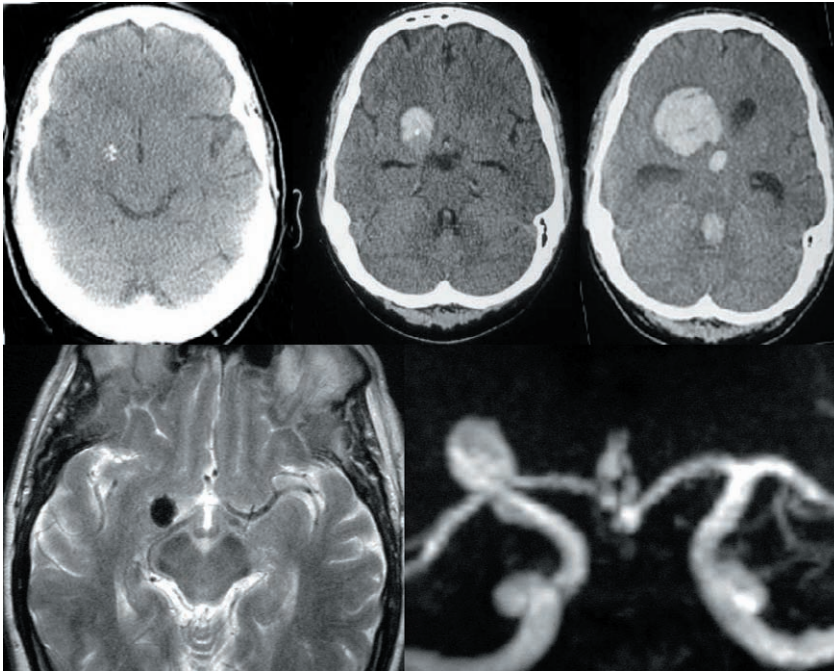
Diagnóstico por imagen de los AnBIF. Fila superior de izquierda a derecha: imagen de TAC con una calcificación en cisternas basales correspondiente a un aneurisma no roto; hematoma frontobasal con imagen en negativo del aneurisma roto; imagen de gran hemorragia frontobasal abierta a ventrículos. Fila inferior: estudio de RNM y angio-RNM de un aneurisma no roto.
